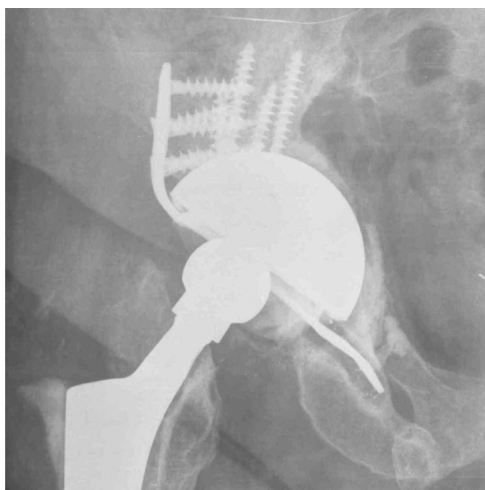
Imagen de una radiografía anteroposterior de cadera derecha donde se puede observar osteólisis localizada a nivel de isquion.
